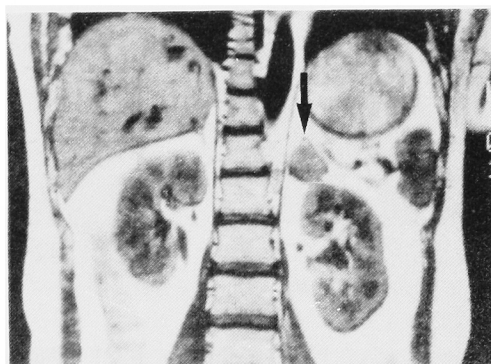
T1-weighted image of left adrenal tumor (Cushing syndrome). The tumor (arrow) shows medium intensity. Distinction of the renal cortex and medulla is clear.
